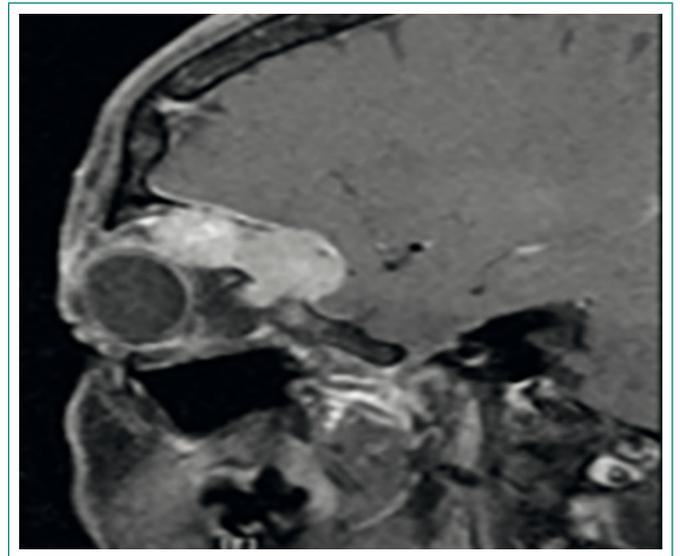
Imagen de RM craneal, T1, corte sagital
